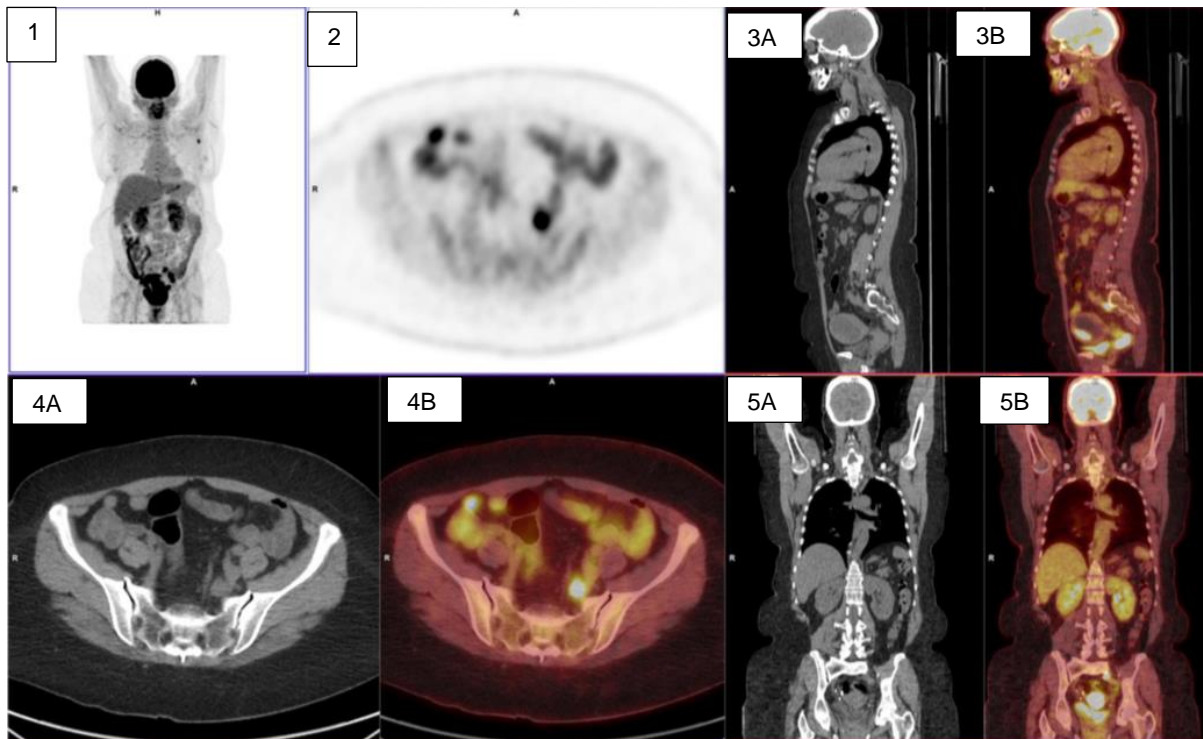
TEP-TDM analogique chez la patiente n°16
